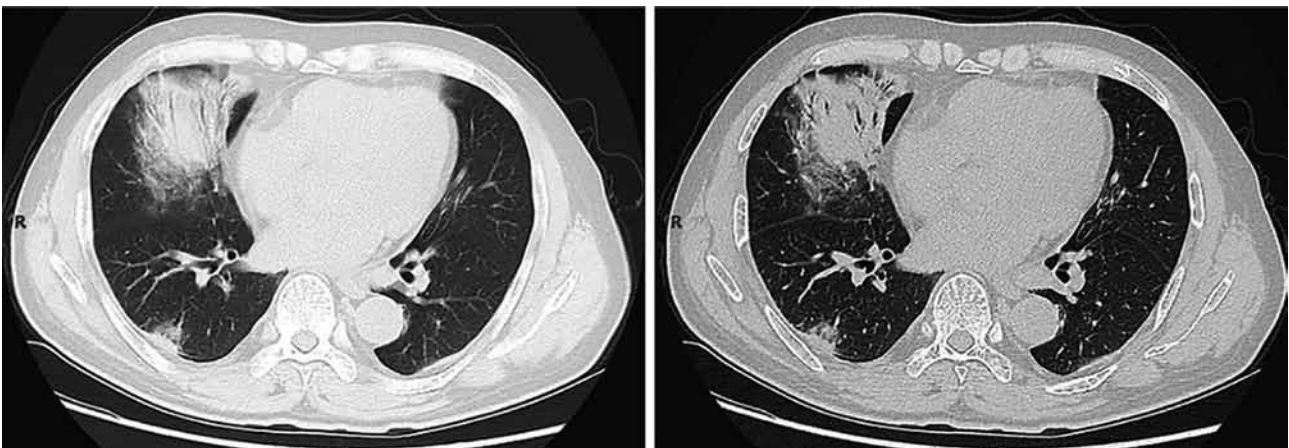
HRCT obrázky veľmi skorého štádia. Zdroj: Jin, Y et al, Military Med Res 2020.
